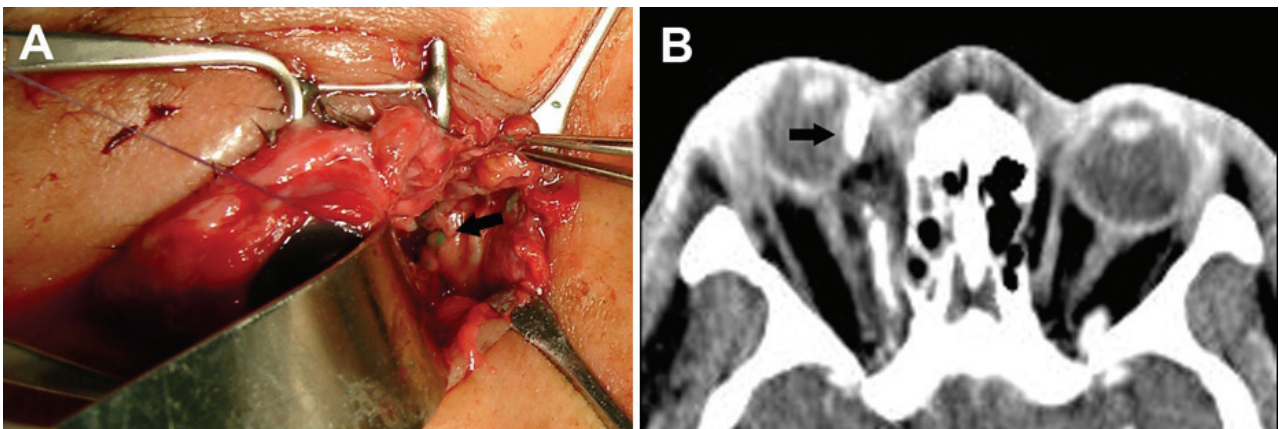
Intraoperative findings. (A) Green paint materials (arrow) were visible in the medial intraconal space and medial rectus muscle. (B) Computed tomography revealed a drainage tube (arrow) and remnant foreign bodies along medial rectus muscle.
